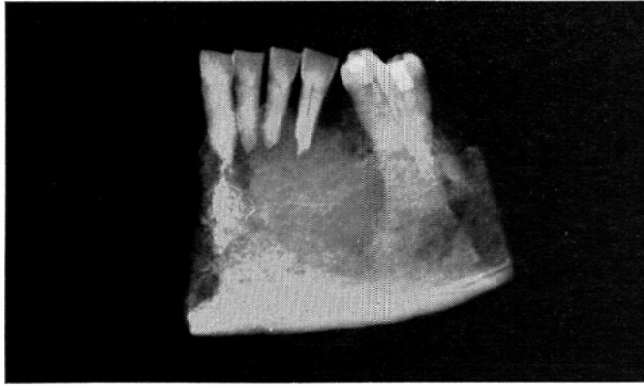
Case No. 3. Moth-eaten type. The ill-defined bone destruction with absorption of dental roots and remaining of bone flecks are seen in this radiograph.
